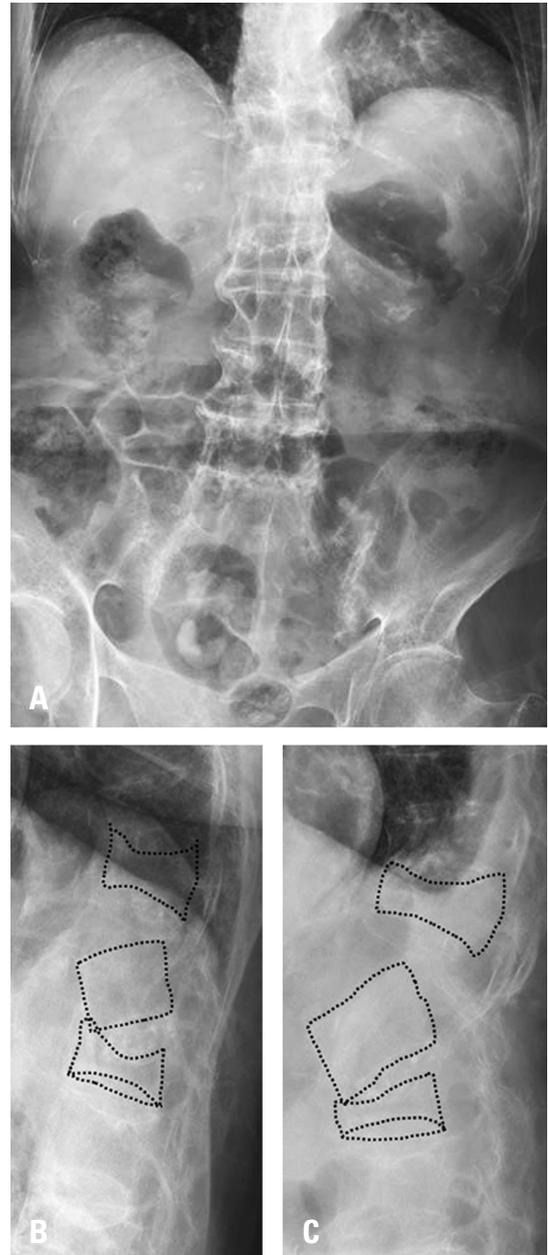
Lumbar spine radiography before hip surgery showed bamboo spine with extensive fusion across the entire spine (A). On the lateral view, there was a gap between T12 and L1 (B). Thoracolumbar lateral spine radiographs after hip surgery show a more displaced thoracolumbar fracture and deviated spine alignment (C).
